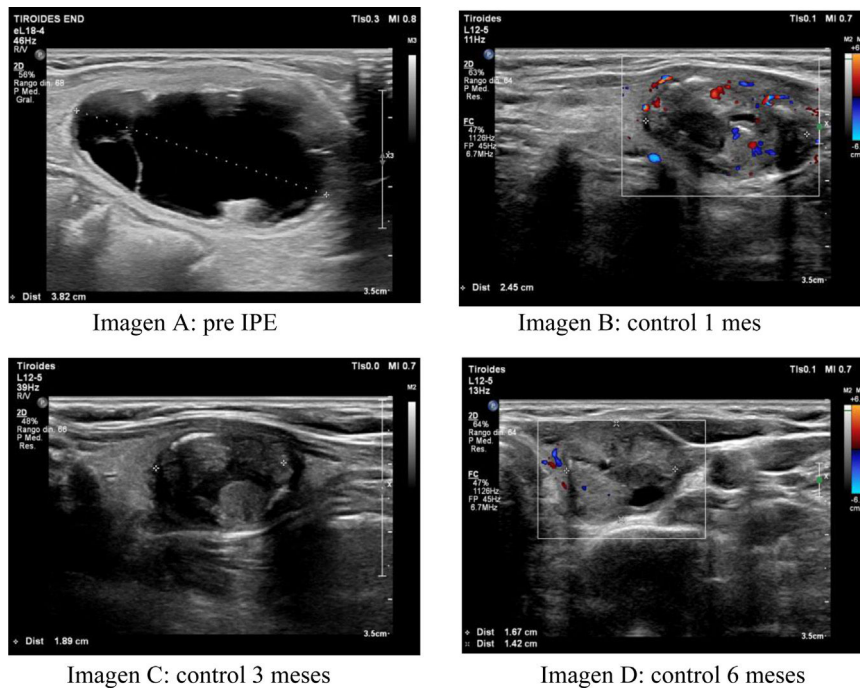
Imagen ecográfica inicial y final de un nódulo tiroideo tratado mediante inyección percutánea de etanol con aspiración de etanol. A) Nódulo tiroideo quístico pre IPE con 3,8 cm de diámetro máximo (volumen nodular: 17,10 ml). B) Imagen ecográfica en modo doppler color en el control al mes que muestra la escasa captación doppler periférica y la reducción del tamaño nodular con diámetro máximo de 2,4 cm (volumen nodular: 2,69 ml, TRV: 84,28%). C) Imagen ecográfica en el control a los 3 meses que muestra la reducción del tamaño nodular con un diámetro máximo de 1,89 cm (volumen nodular: 1,72 ml, TRV: 89,94%). D) Imagen ecográfica en modo doppler color en el control a los 6 meses donde que muestra la persistencia de la escasa captación doppler periférica y la práctica desaparición del componente quístico (volumen nodular final: 1,64 ml, TRV: 90,42%).
